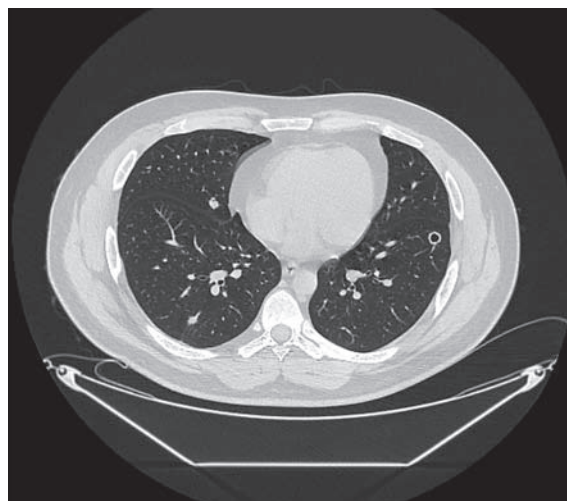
Пациент К. 30 лет. По данным компьютерной томографии шеи и грудной клетки определяются частичная обтурация просвета подскладочного отдела гортани и полная обтурация верхней трети трахеи мягкотканым компонентом. В легочной ткани на всем протяжении легочных полей с обеих сторон выявляются множественные округлой формы новообразования диаметром 3–17 мм, в некоторых выявляются полости распада
